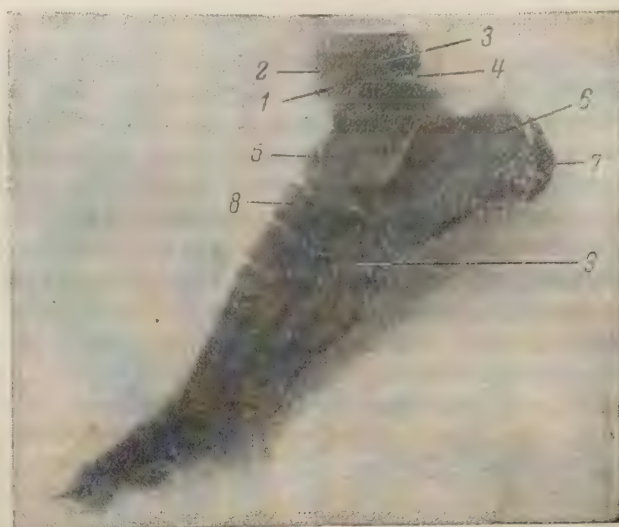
Рентгенограмма стопы девочки 10 лет (боковая проекция).
